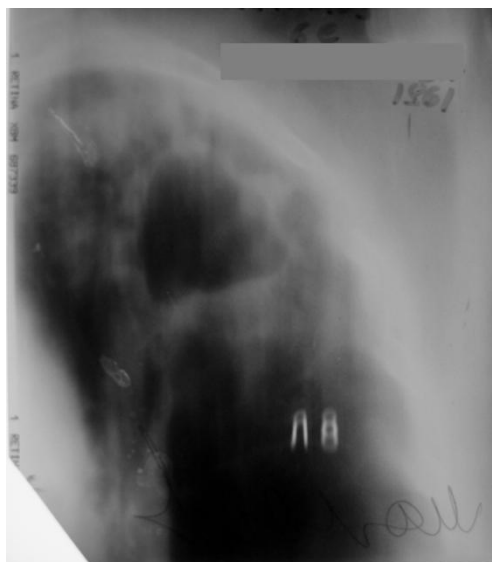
Томограмма верхней доли левого легкого больного М. при поступлении.
